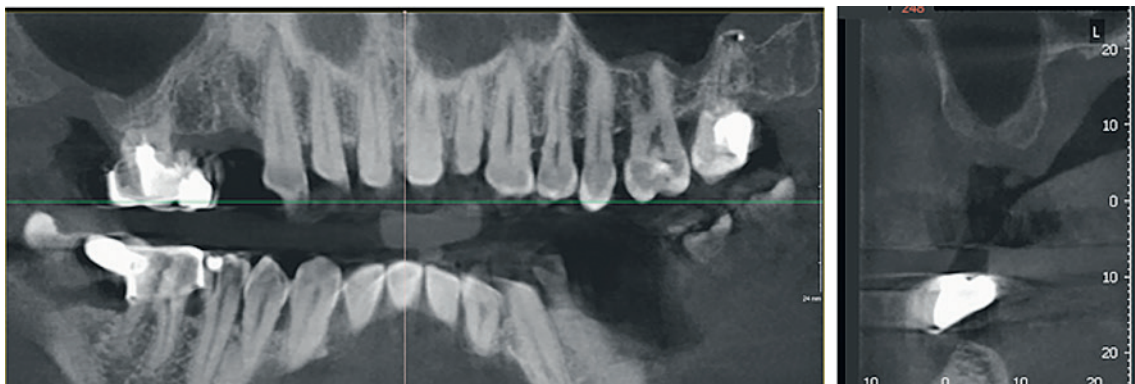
Компьютерная томография, панорамная реконструкция
